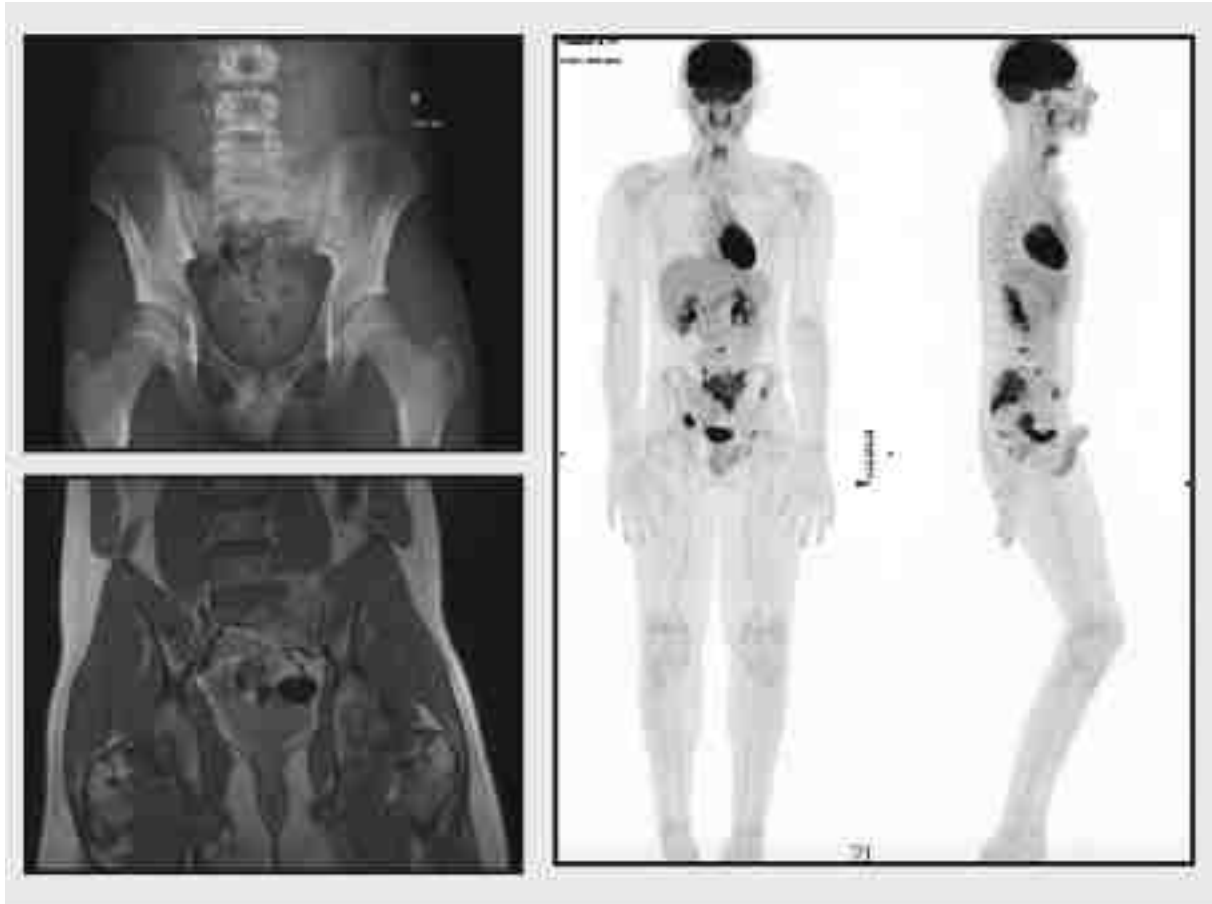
Radiographie du bassin de face, IRM (T1 injecté, séquence coronale) et TEP/TDM au FDG (18-Fluorodeoxyglucose) d'un patient de 15 ans porteur d'un sarcome d'Ewing.
